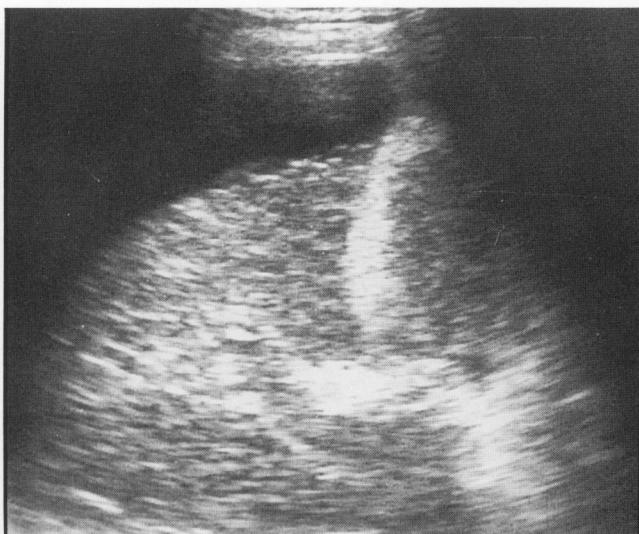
Ultrasonogram shows occlusion of main portal vein with small contracted liver and large amount of ascites.
